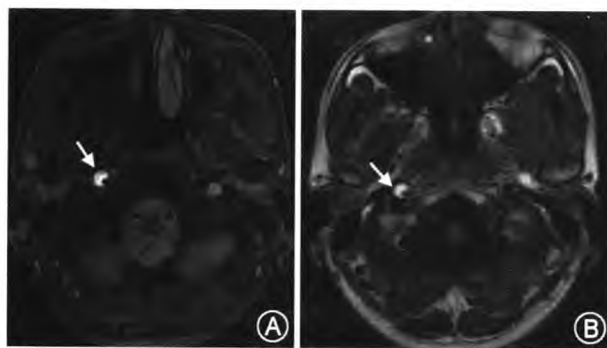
右颈内动脉夹层。A: MRI T₂ 加权像显示右侧颈内动脉夹层内亚急性期血肿改变呈高信号(箭头),对侧颈内动脉正常。B: MRI T₁ 加权像显示右侧颈内动脉夹层内亚急性期血肿(箭头)
